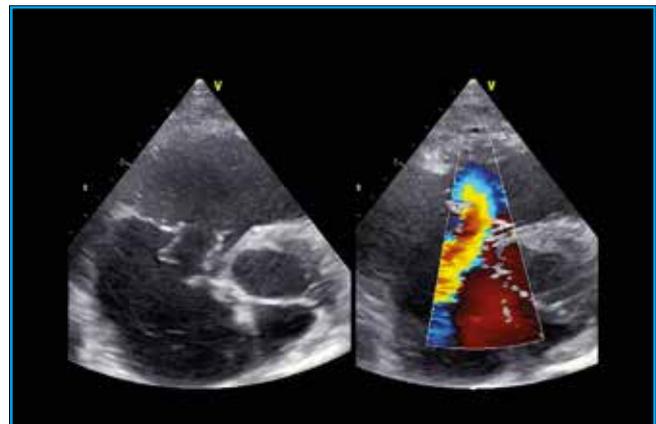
IT traumatique : coupe parasternale petit axe, fuite sévère par capotage valvulaire, découverte 10 ans après un violent polytraumatisme.
